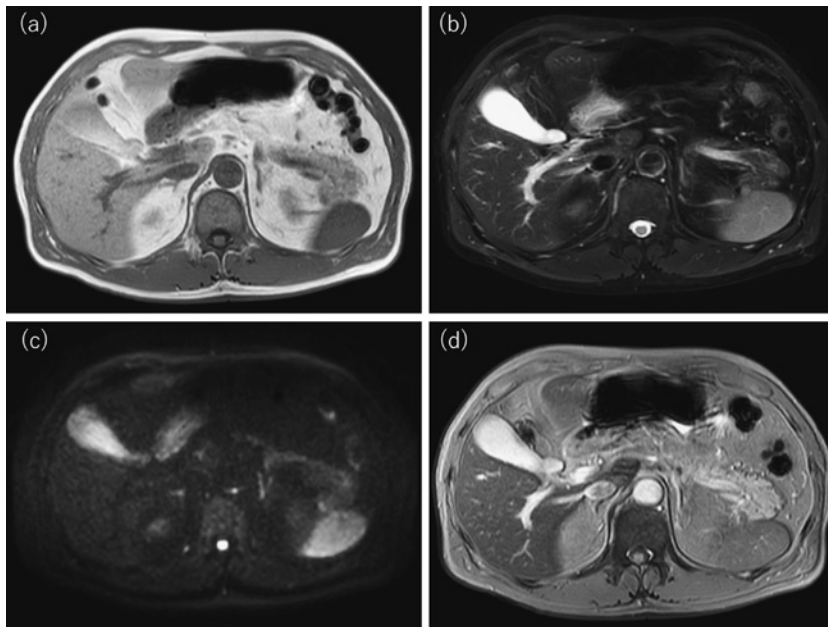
SPIO 造影 MRI. (a) T1 強調画像, (b) T2 強調画像, (c) 拡散強調画像, (d) SPIO 投与後 T2* 強調画像.
